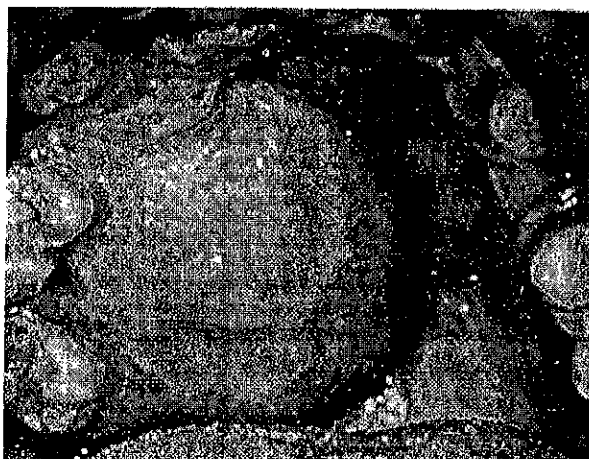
Absceso palatino originado en la infección periapical del segundo premolar superior.
